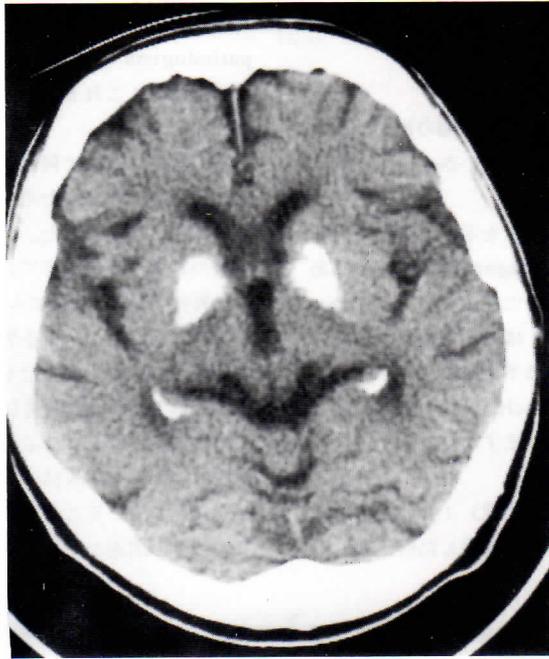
CT scan。両側の基底核に高度の石灰化，海馬に軽度の石灰化がある。頭蓋骨は肥厚している。
